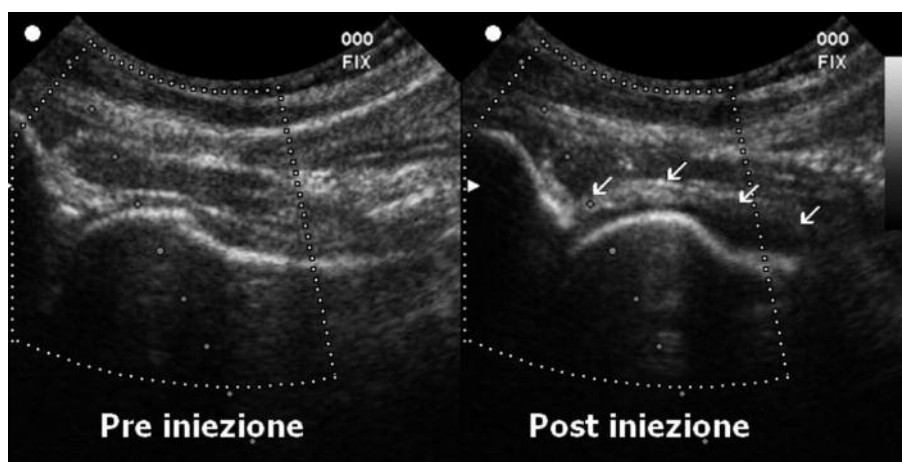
Immagini ecografiche della distensione capsulare dopo introduzione di mdc paramagnetico.
